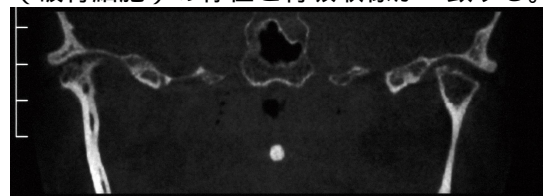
破骨細胞が検出された症例では、CTで両側下顎頭および右側下顎窩に骨吸収を認
